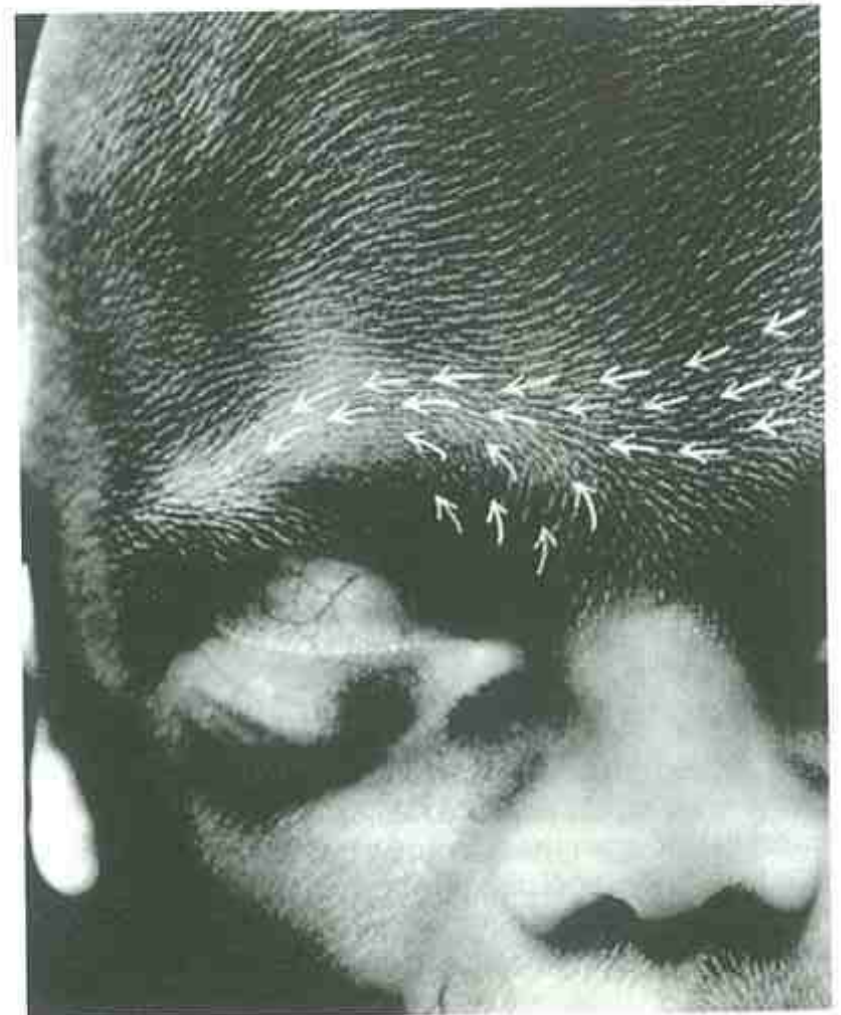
Grupo de pelo de crecimiento frontal a las 18 semanas, que se arquea lateralmente desde el *punctum* ocular, para encontrarse con la desviación hacia abajo del grupo de pelo parietal. El grupo de pelo frontal se ha visto influido por el crecimiento de las estructuras subyacentes de la parte superior de la cara y de la parte anterior del cerebro. (De Smith DW, Gong BT: Teratology 1974; 9: 17. Copyright © 1974. Reimpreso con autorización de Wiley-Liss, Inc. una filial de John Wiley & Sons Inc.)
